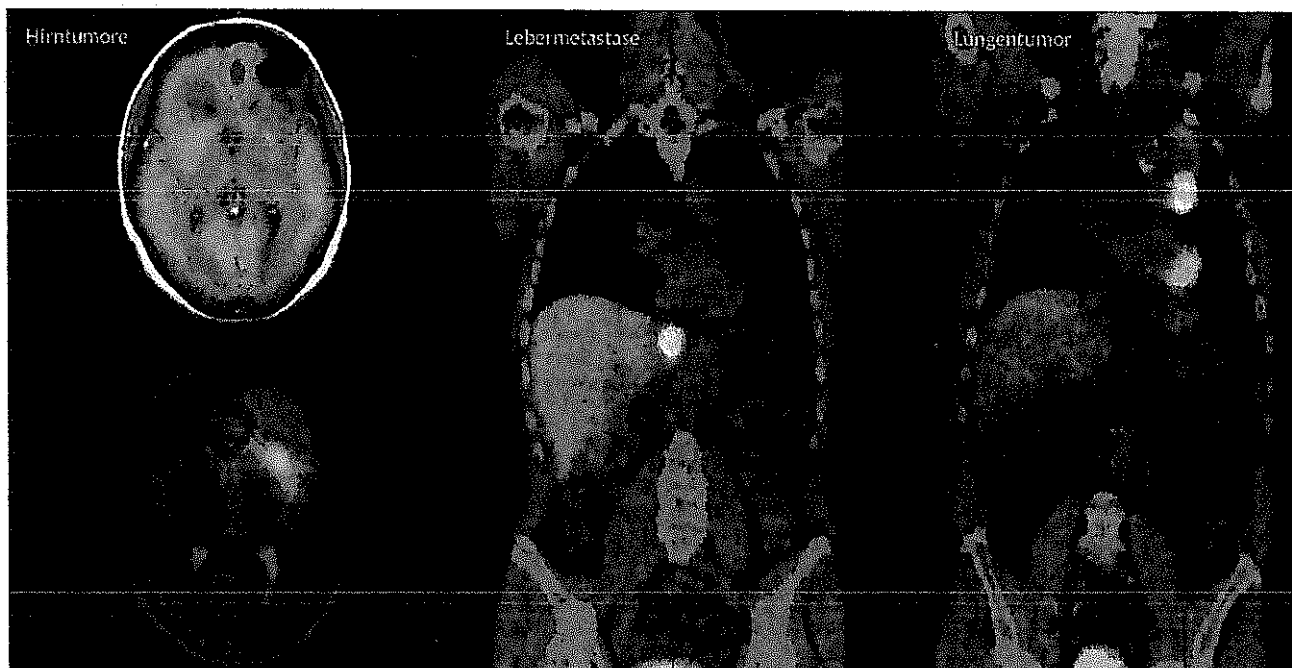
Beispiele von PET/CT-Darstellungen (z.T. Bildfusion mit MRT)
